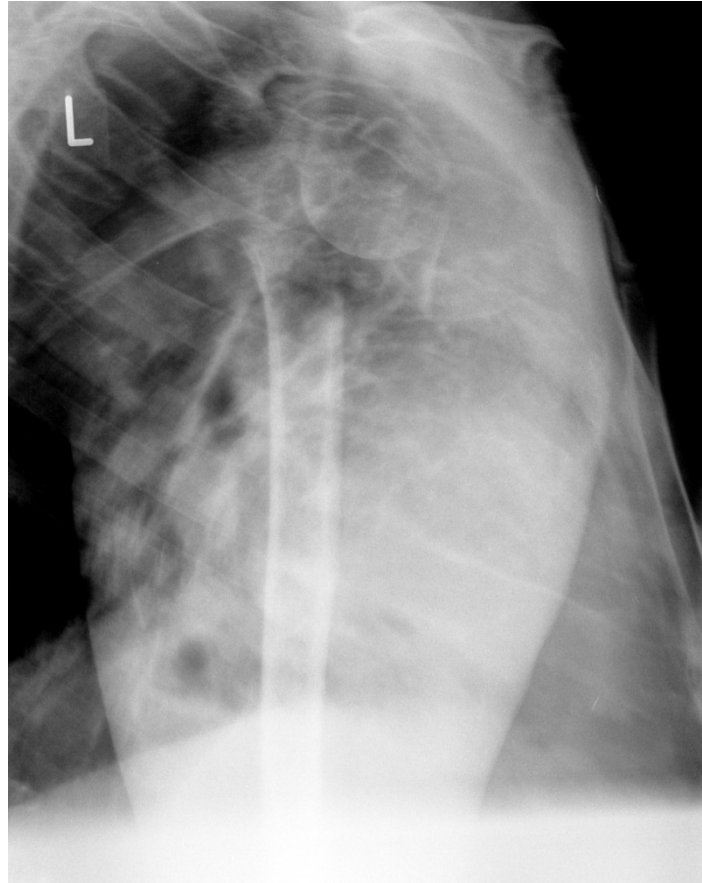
Seitliche Röntgenaufnahme einer Fraktur des proximalen Humerus (li) Neer VI, C3 Fraktur nach AO
